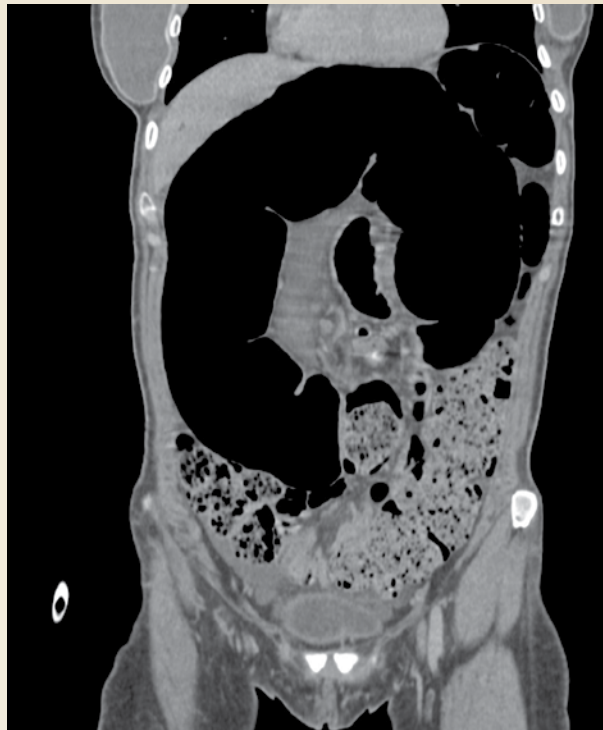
Tomografía computada contrastada en corte coronal
